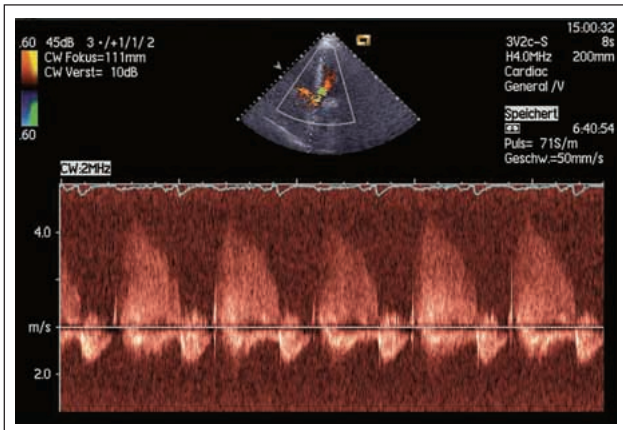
Echokardiogramm, Continuous-Wave-Doppler: Die Druckhalbwertzeit des Aortenregurgitationssignals beträgt ca. 270 ms (gemittelt).
